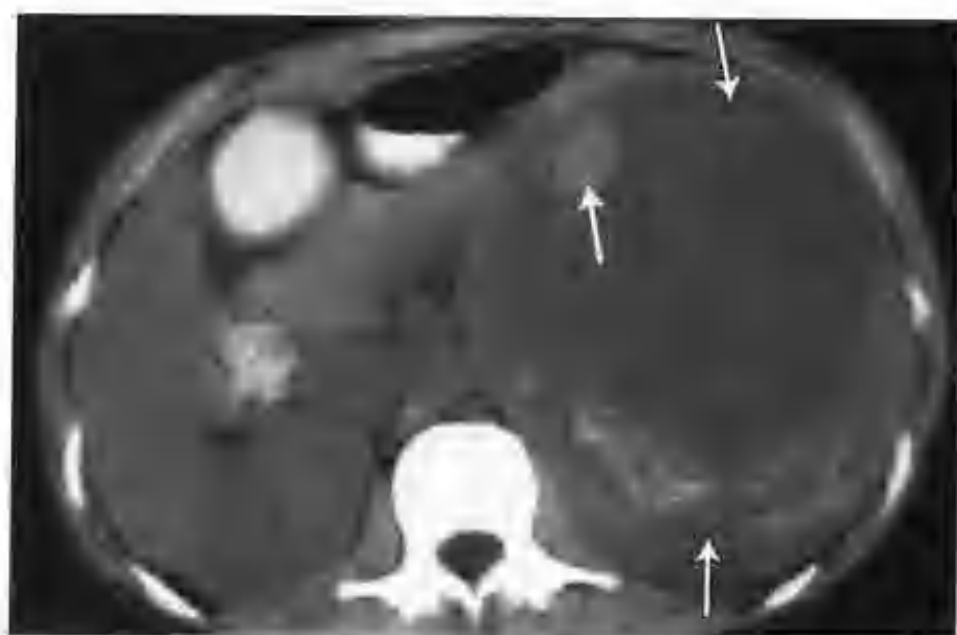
左肾透明细胞癌 (CT 平扫示左肾有一个 10.5cm × 14.0cm 的囊实性肿物，囊壁上可见壁结节 (箭头)，实性部分可见片状高密度出血 (空心箭头示肾癌))
